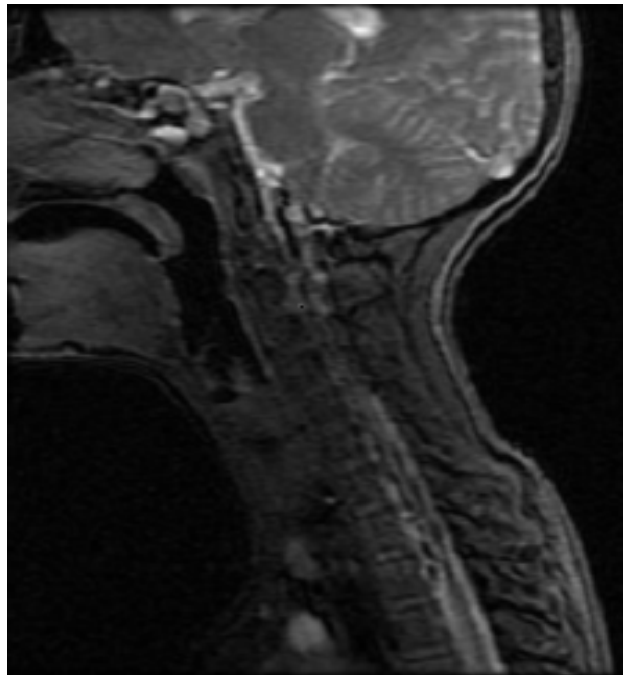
IRM cérébro médullaire mettant une évidence un épaissement méningé au niveau de citerne de la base et des espaces péri-médullaires. (Observation N°17)
